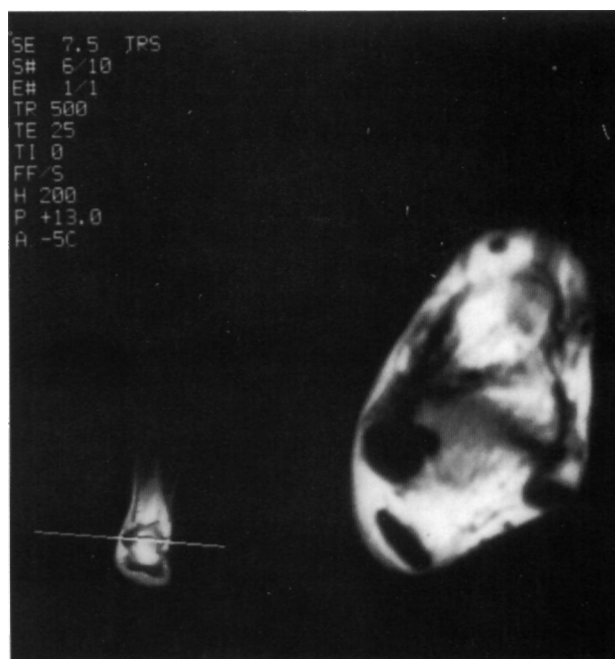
Resonancia Magnética. Imagen en ponderación T1 donde se aprecia la tumoración quística en oscuro.
